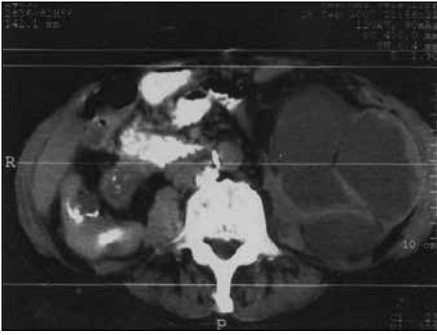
Комп'ютерна томограма – лівобічний туберкульозний піонефроз
